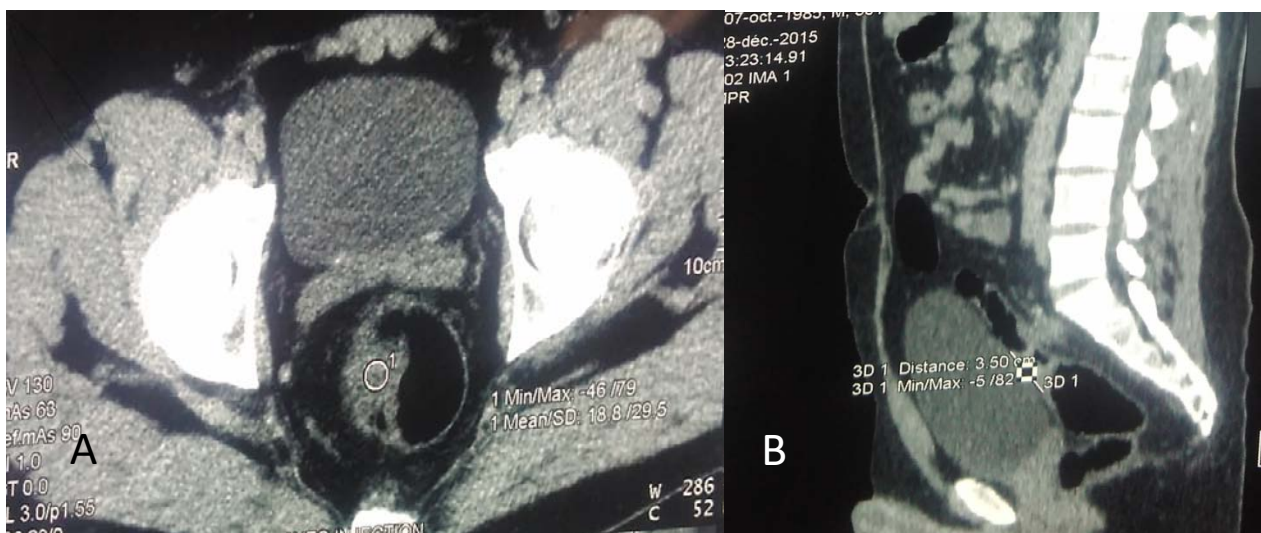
TDM d'un cancer du moyen et haut rectum chez un de nos malades.(A). Coupe transversale. (B). coupe sagittale.
